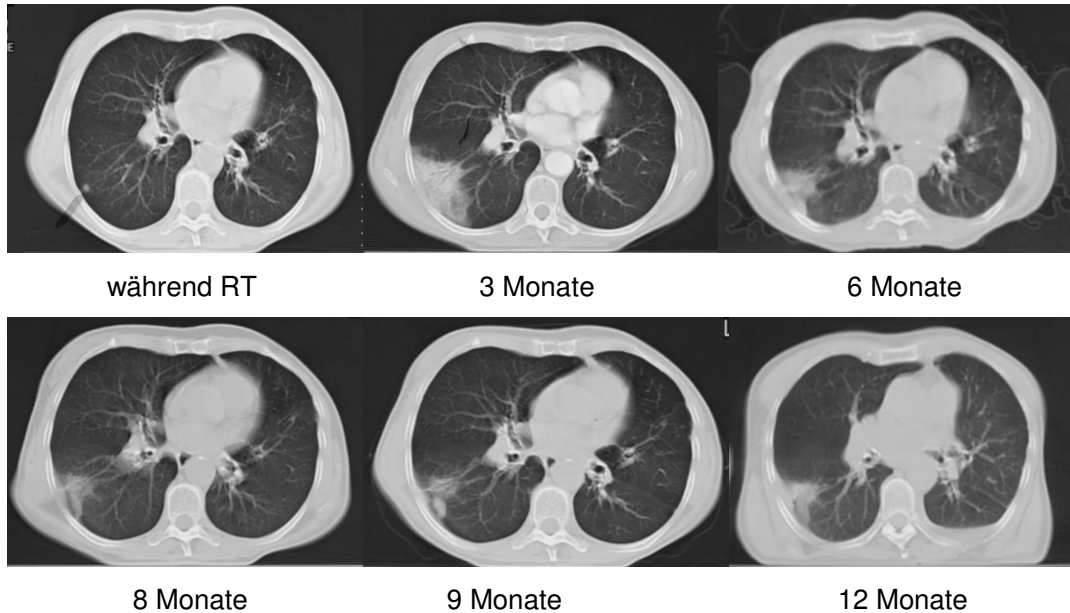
Computertomographischer Verlauf einer 63jährigen Patientin mit Lungenmetastase nach stereotaktischer Bestrahlung mit 1 x 26 Gy
